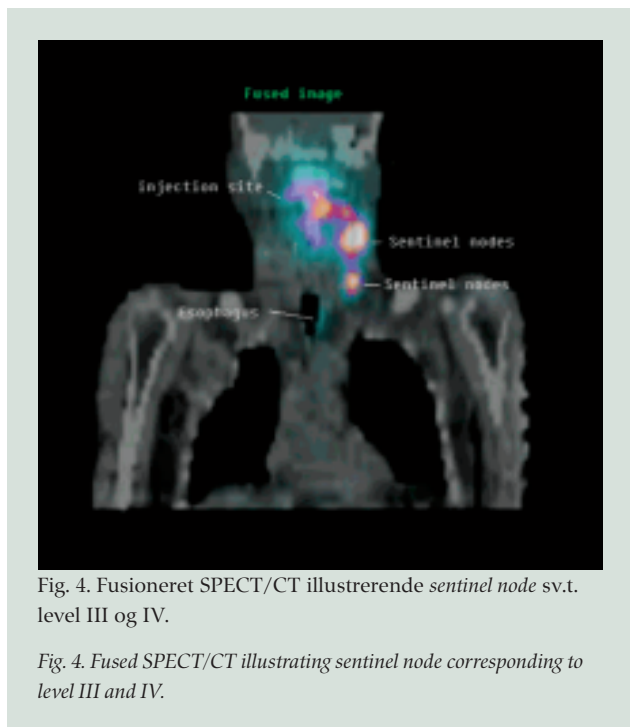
Fusioneret SPECT/CT illustrerende *sentinel node* sv.t. level III og IV.
